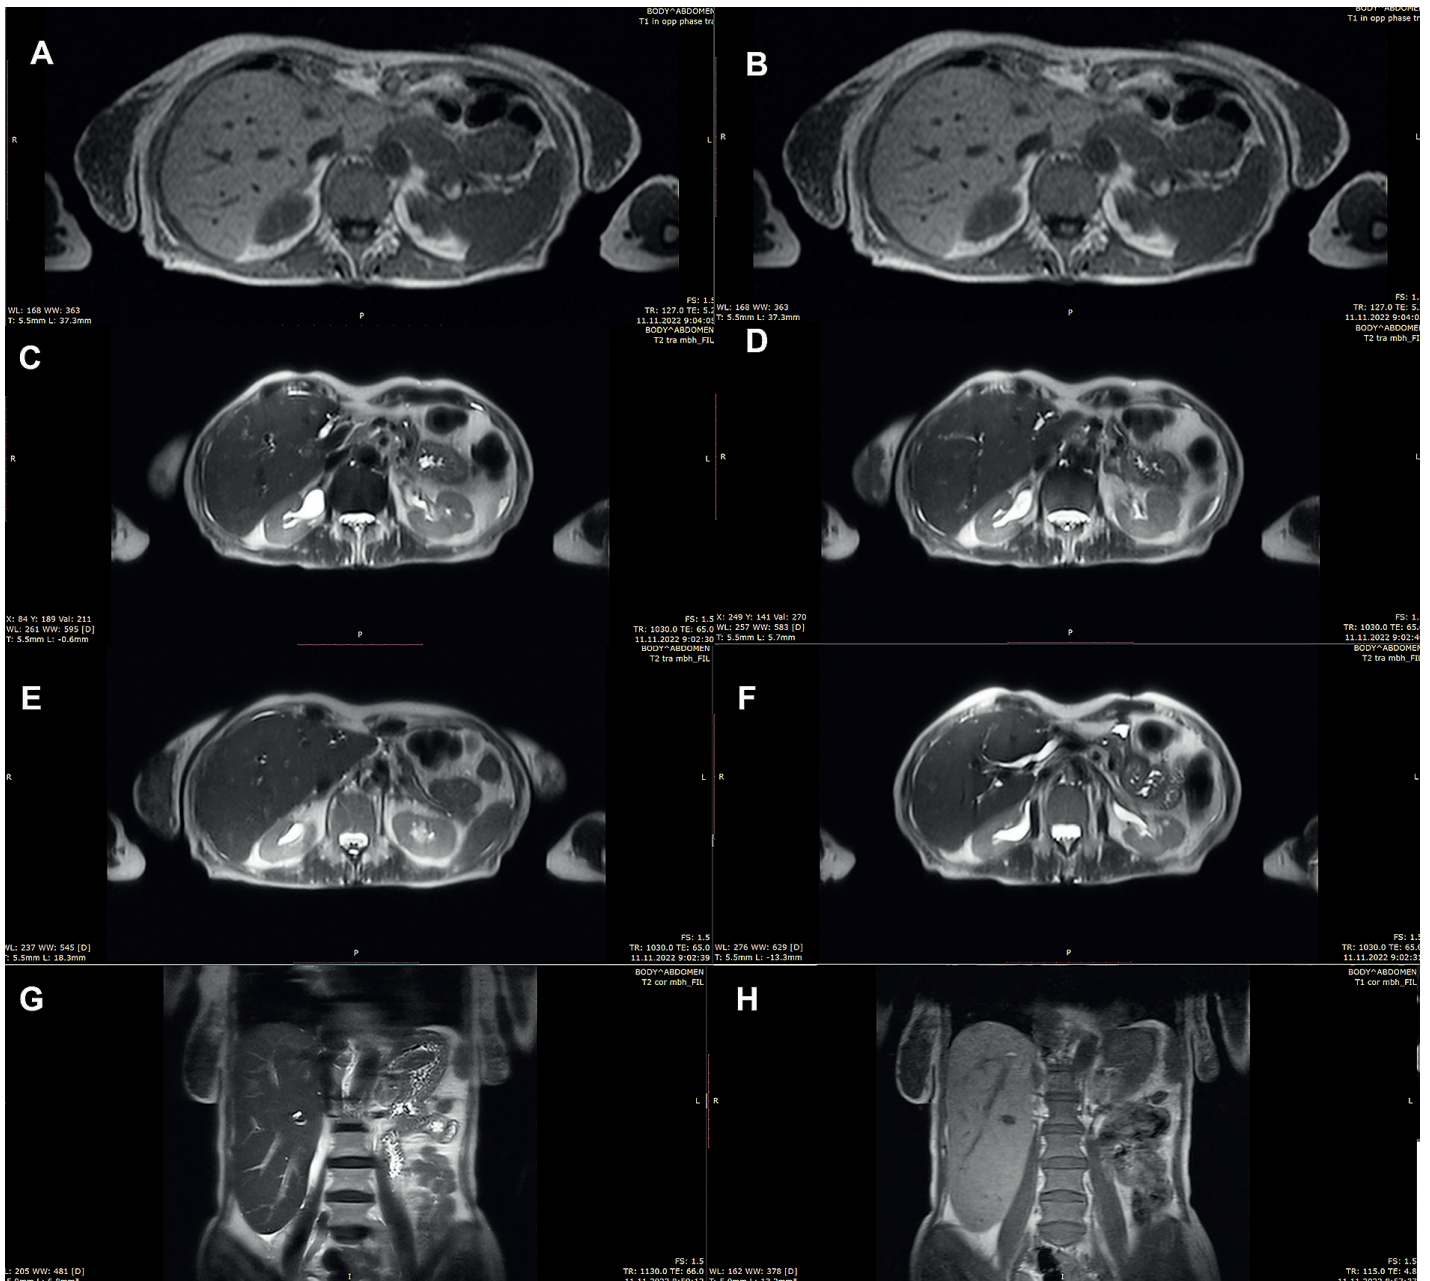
МРТ пацієнтки Б., 74 роки, власне спостереження.
